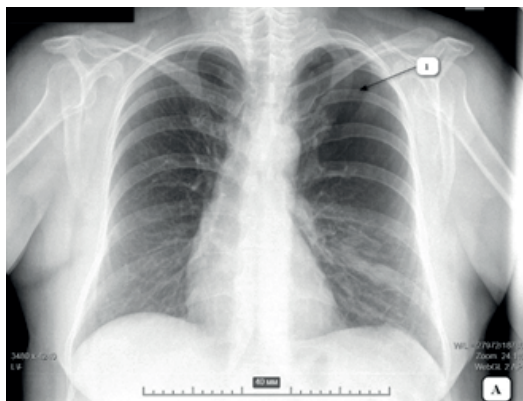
Рентгенография органов грудной клетки (2016 г.). 1 – участок повышенной пневматизации верхней доли левого легкого
